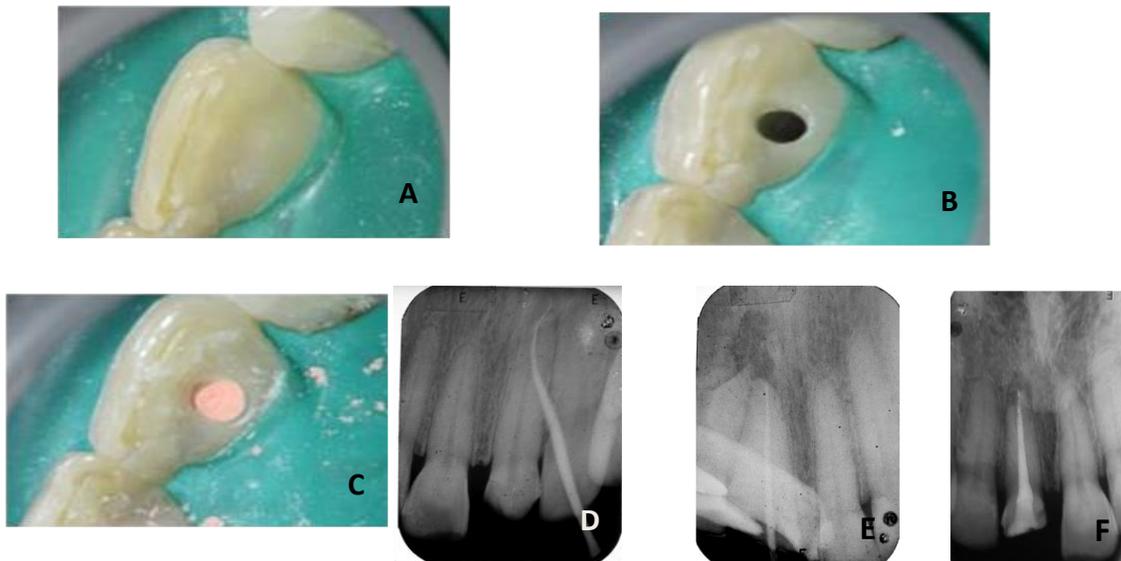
En A observamos la fotografía inicial en la cual se realizó una fistulografía, en B acceso a conducto radicular; C presenta conducto obturado con gutapercha, en D radiografía de diagnóstico, E prueba de cono, F radiografía del tratamiento endodóntico terminado.
